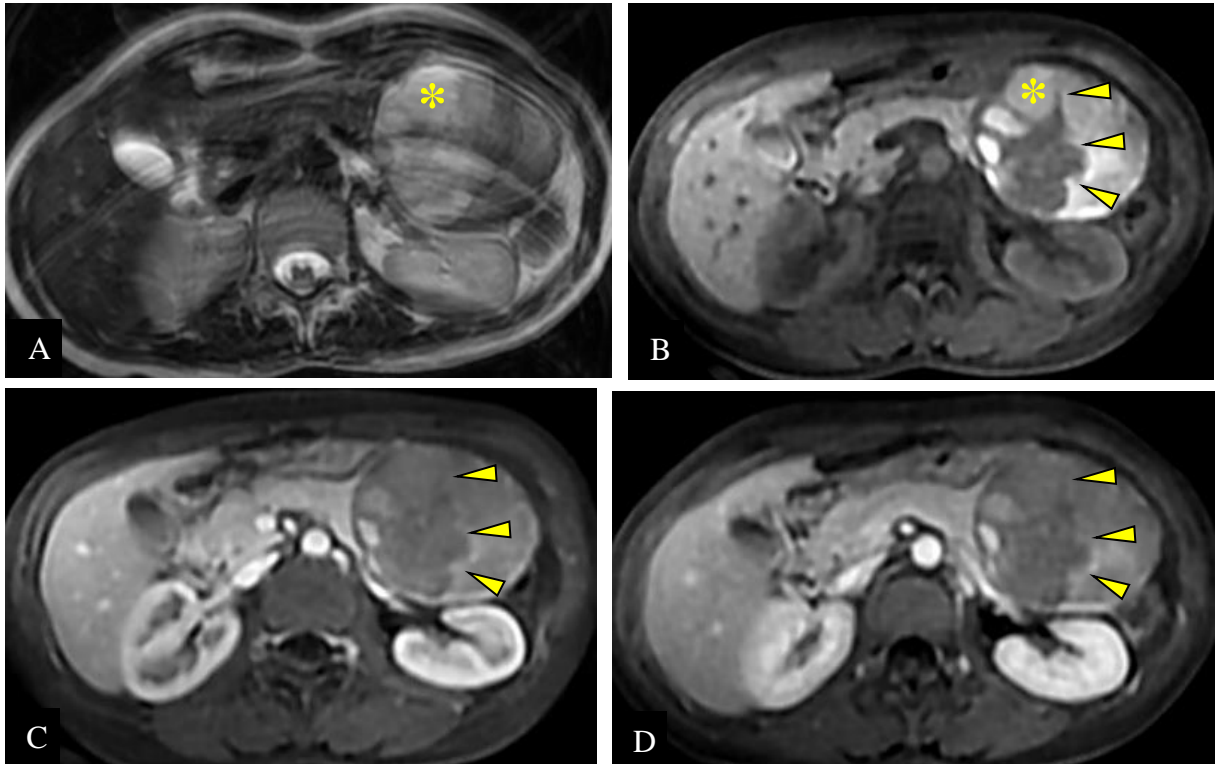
(IRM de la patiente précédente). La masse est hétérogène par la présence de zones hémorragiques hyperintenses en T1 et en T2 (*), de cloisons et de zones solides (têtes de flèche) qui se rehaussent de façon progressive aux temps pancréatique (B), portal (C) et tardif (D) (CHUC).
